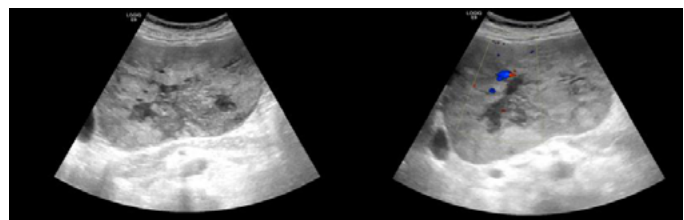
Imagen de ecografía abdominal modo B a la izquierda y Doppler color a la derecha en la que se observa gran masa sólida vascularizada que ocupa la totalidad del lóbulo hepático izquierdo, que muestra una ecogenicidad heterogénea, con áreas hipoecogénicas en su interior que no muestran señal Doppler color en relación con necrosis. Compatible con hemangioma hepático con características de atipicidad.
